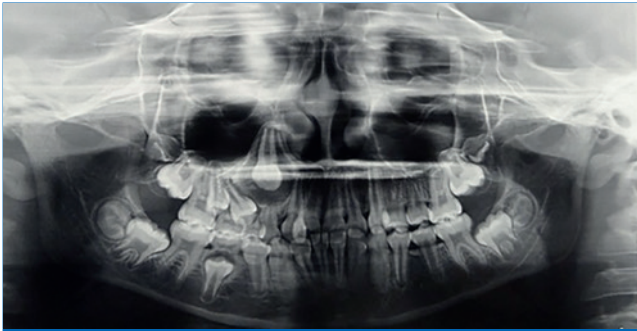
Panoramic radiography shows the unilocular lesion surrounding the coronal impacted right upper canine beyond the amelocemental junction and the displacement of the first and second premolars on the same side.
